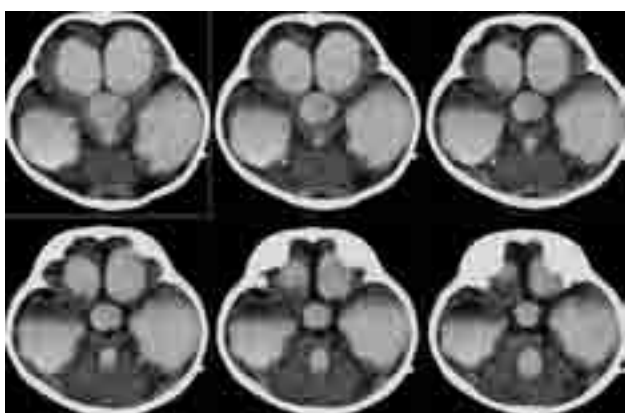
МСКТ, серия аксиальных срезов. Выраженное расширение боковых и III желудочков мозга. Просматриваются характерные признаки цитомегаловирусного поражения мозга в виде субкортикальных очагов кальцинации
